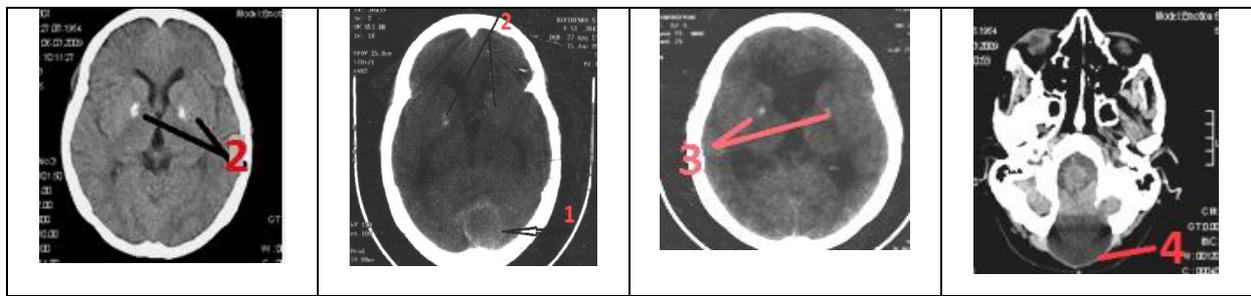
Пациентка Д., 56 лет. КТ-сканы головного мозга - симметричная кальцификация базальных ганглиев. 1-2: дооперационные КТ-граммы(2006 г): опухоль задней черепной ямки(1) и кальцификация в области базальных ганглиев(2) 2-3: послеоперационные КТ-граммы: симметричная кальцификация базальных ганглиев(3), кистозно-атрофические изменения в области оперативного вмешательства в области задней черепной ямки(4)
